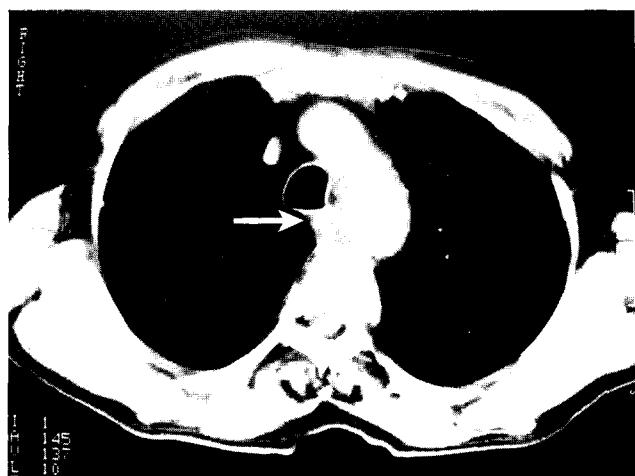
Preoperative chest CT. CT shows a diffuse mass (arrow) encircling the esophagus corresponding to its constricted segment and no other abnormality.
